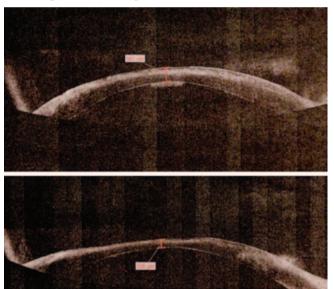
Оптическая когерентная томография роговицы при поступлении и на 4-й день лечения. Минимальная толщина роговицы в день поступления 563 мкм (фото вверху), на 4-й день терапии — 328 мкм (фото внизу)
